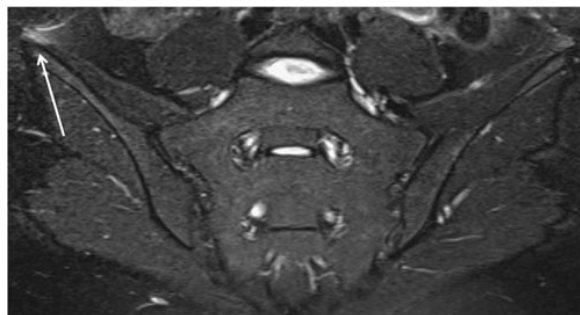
Pelvic enthesitis in a 21-year-old female with spondyloarthritis. Coronal oblique STIR MR image shows enthesitis at the right iliac crest (arrow)
